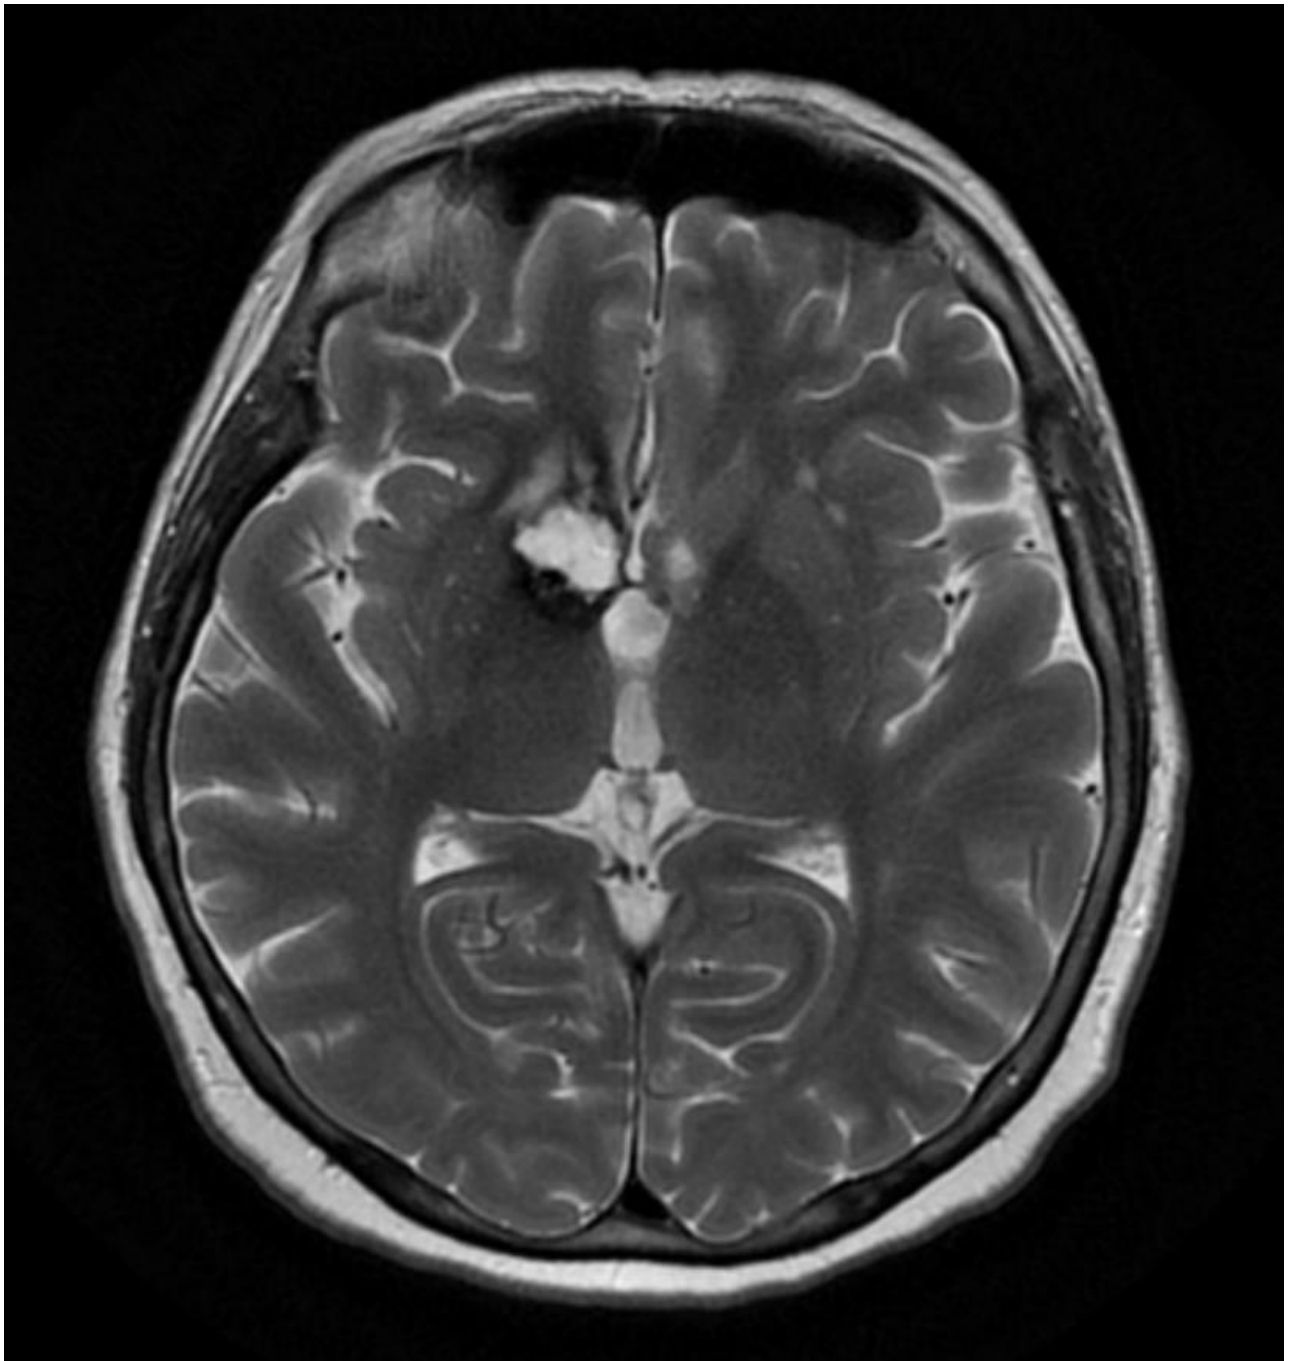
Pooperační CT – zobrazení přístupu k intraventrikulární CM. Databáze NCHK 1. LF UK a ÚVN Praha, data o pacientech zůstávají anonymní.
